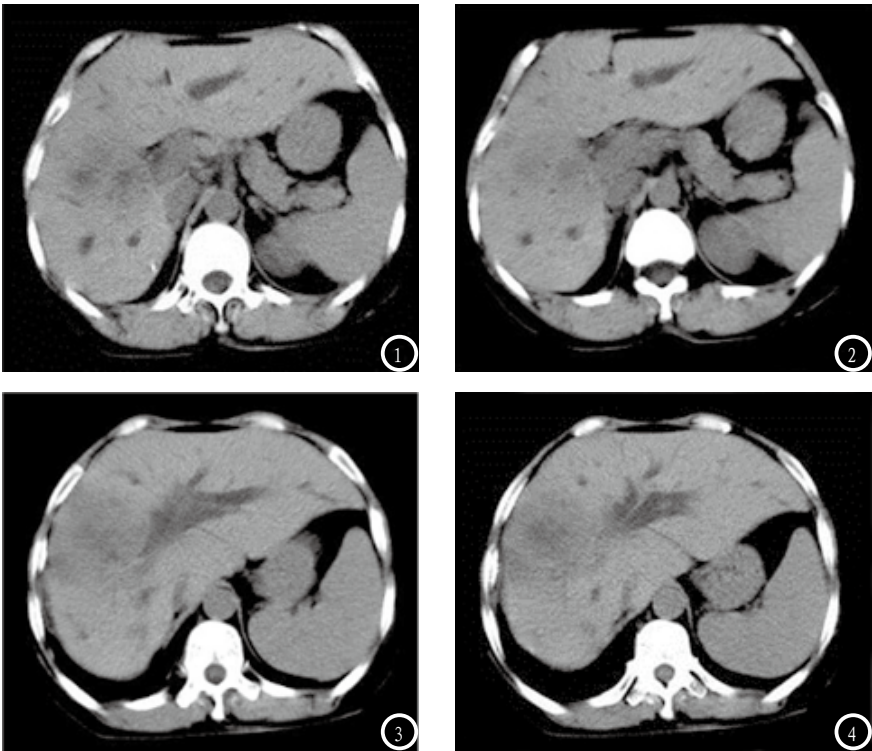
肝癌并肝内胆管扩张。患者张某,女,64岁,临床表现:上腹部不适半年;肝脏CT平扫示肝内多发散在类圆形低密度影,边缘光整;肝右叶见不规则低密度影。图3-4 原发性肝癌。患者宋某,男,55岁,临床表现:上腹部不适1年;肝脏CT平扫示肝右叶见不规则团块状低密度影,边界欠清,密度不均。
